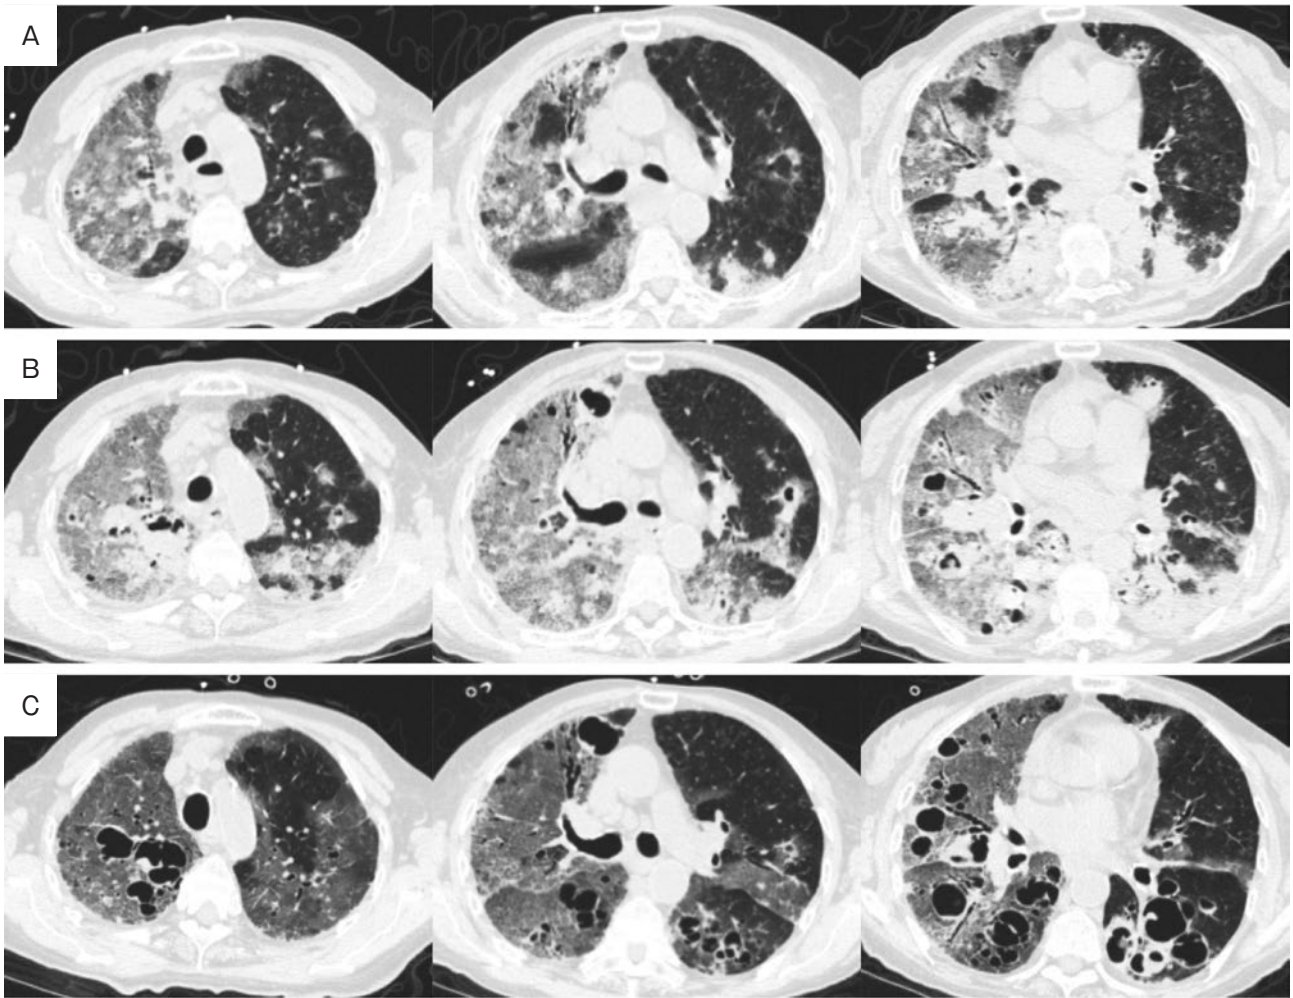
胸部CTの経過。(A)入院第3病日. 小嚢胞性病変の出現を認めた。(B)入院第6病日. 嚢胞性陰影の拡大と増加を認めた。(C)入院第10病日. さらに嚢胞性陰影は拡大・増加し, 病変の壁は薄く, 内部に空気を認めた。
